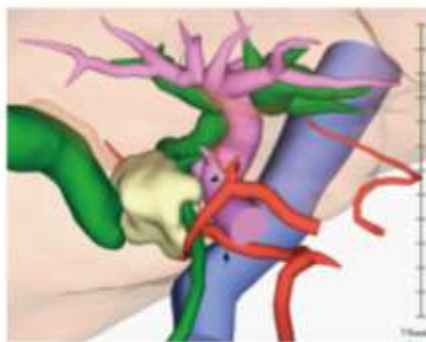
3D reconstructed computed tomography fused with an magnetic resonance cholangiopancreatography image. The tumor was located in the middle bile duct. The tumor was suspected to have invaded the portal vein (arrowhead) and the right hepatic artery from the superior mesenteric artery (arrow).
